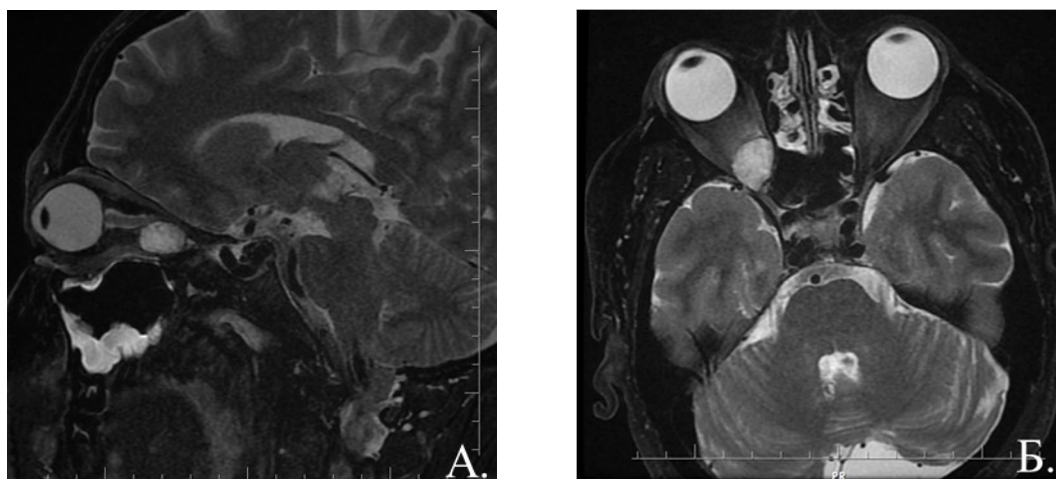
Наблюдение 1. Б-ой Ф-н, 35 лет, и/б 17887-2023-А. МРТ головного мозга с контрастным усилением. На серии МР-снимков, выполненных в режиме T2 в сагиттальной (А), аксиальной (Б), фронтальной (В) проекциях образование в вершине правой орбиты
